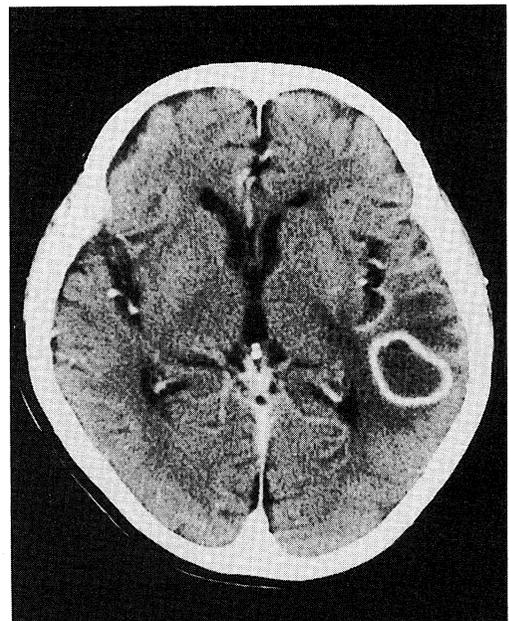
The Brain CT scan (Jun 11, 1996) Showed the Solitary Mass with the Ring Enhancement in the Left Subcortical Area
